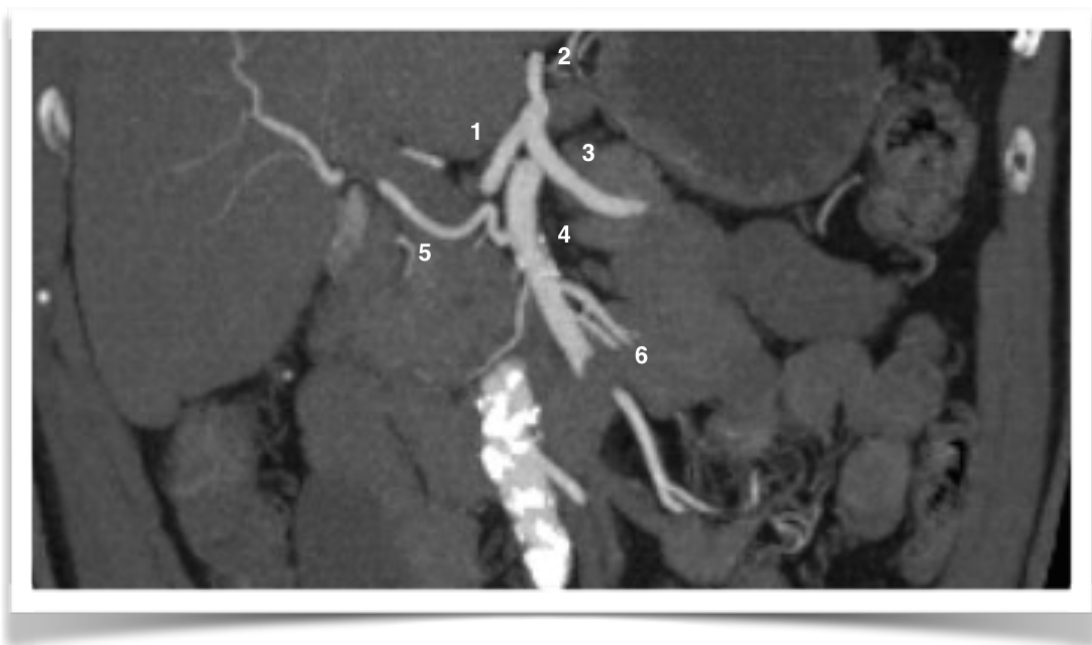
Anatomía de las ramas del tronco celíaco (TC) y la arteria mesentérica superior (AMS). Obsérvese una arteria hepática accesoria, rama de la AMS (Michells tipo VI, Hiatt tipo IV). Esta anomalía se debe conocer antes de realizar una duodenopancreatéctomía para evitar incidentes quirúrgicos.
